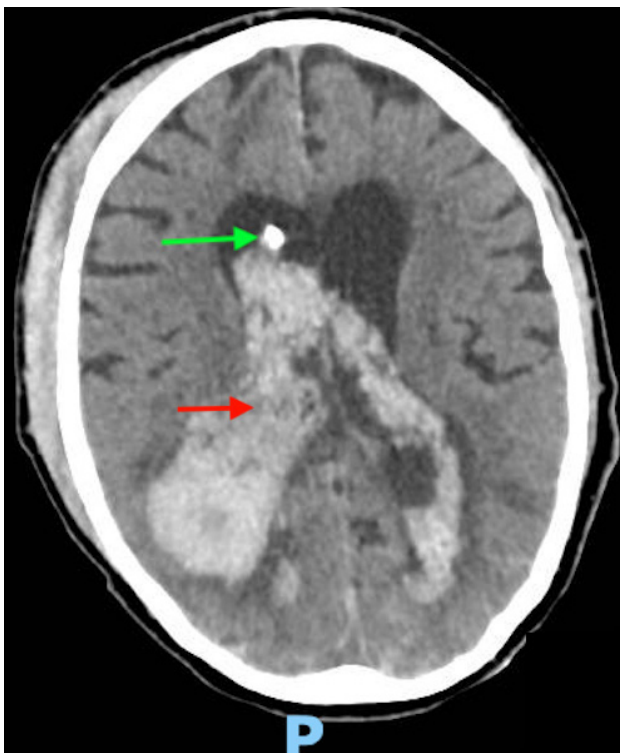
TC con drenaje ventricular externo derecho
